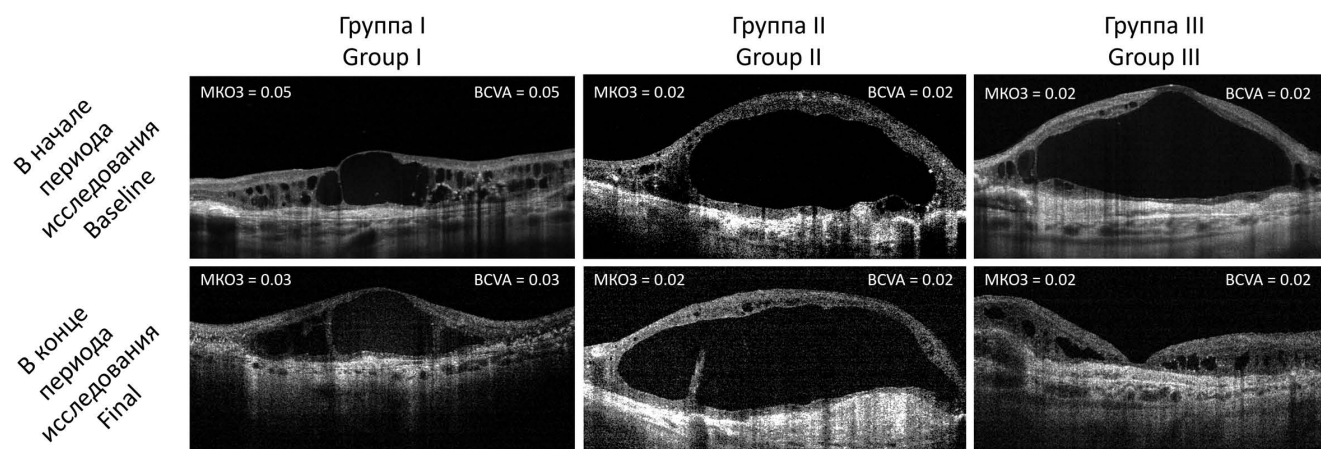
Репрезентативные примеры динамики морфологических изменений макулярной области в ходе исследования у пациентов исследуемых групп по данным оптической когерентной томографии
